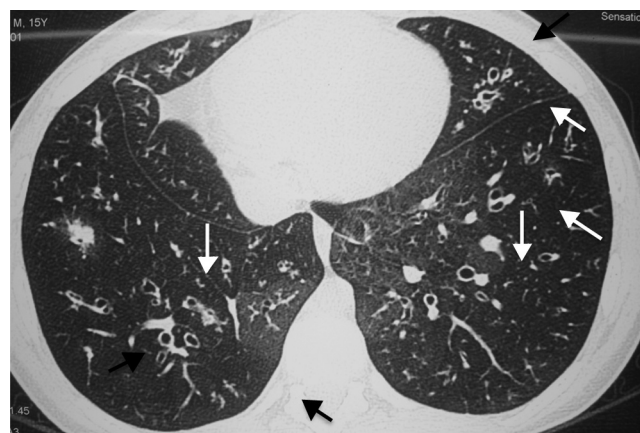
Imagens de tomografia computadorizada de tórax de paciente adolescente com fibrose cística que mostram impactações mucoides (setas pretas) e bronquiectasias (setas brancas).
